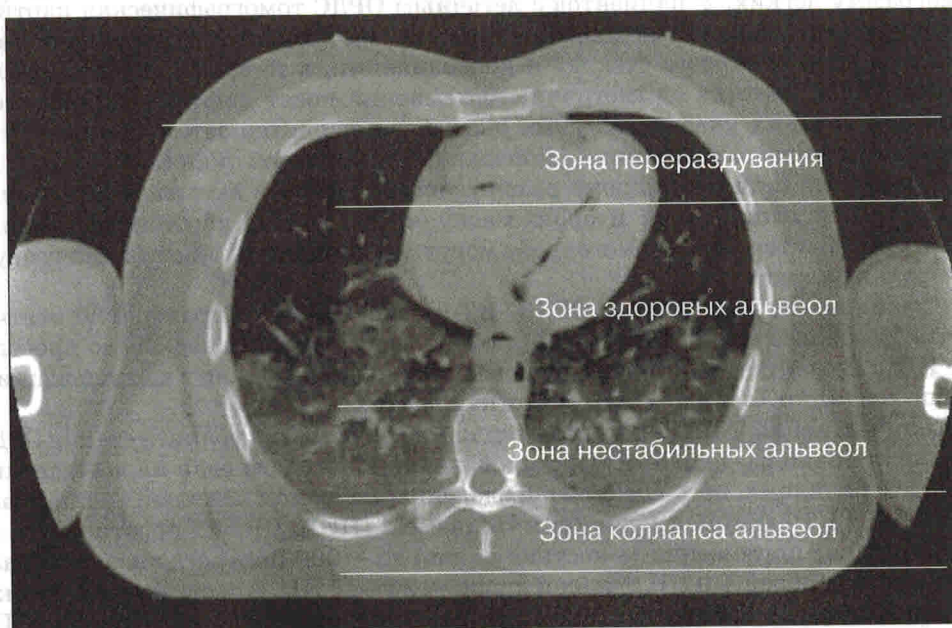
Компьютерная томограмма легких у пациента с ОРДС — зоны легких
